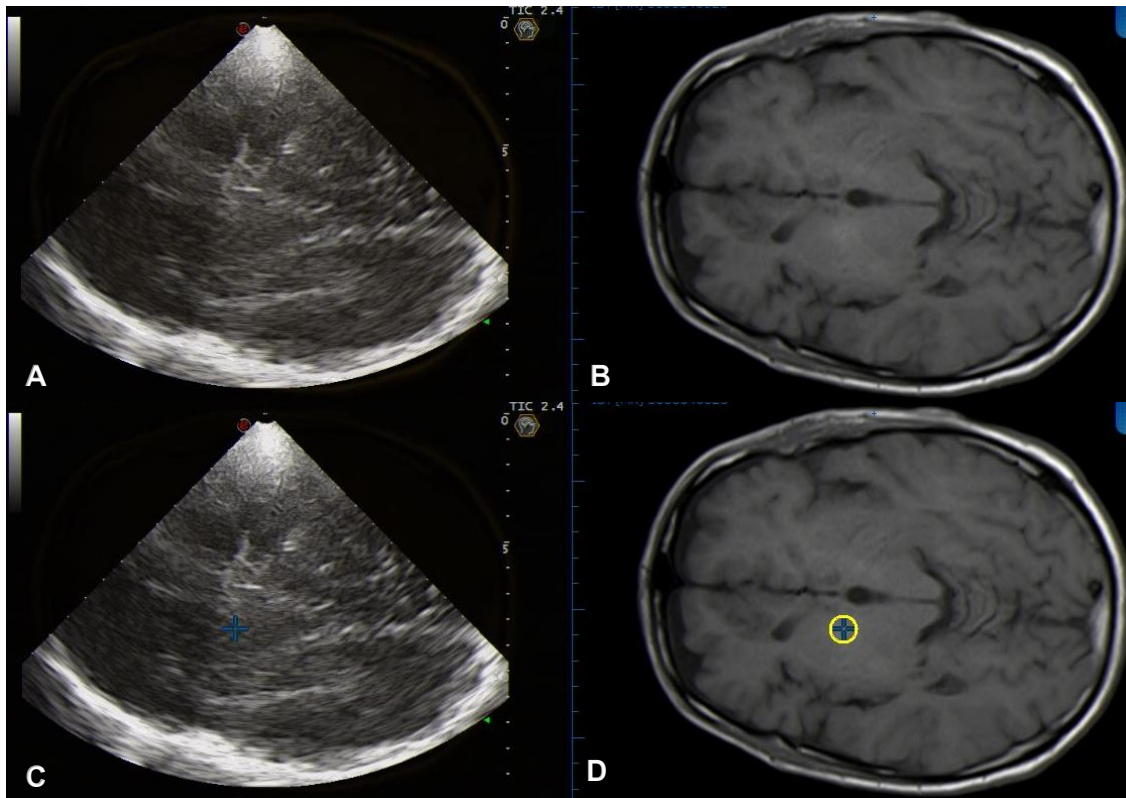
Bildfusion MR-Tomogramm und Sonogramm mit Fokus auf den DN
